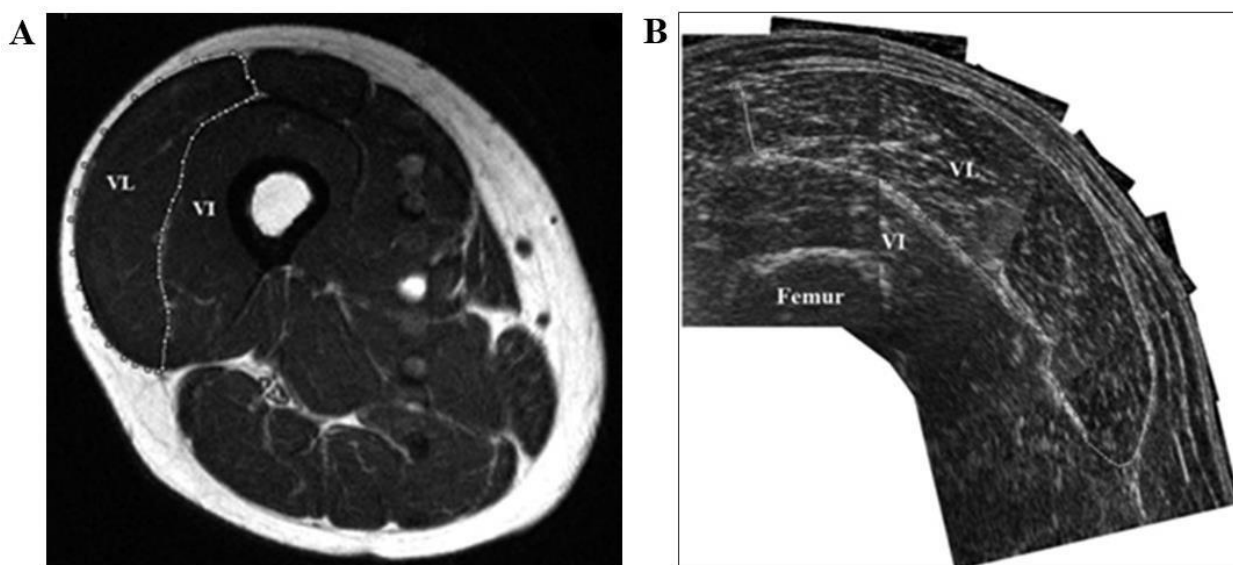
Imagem representativa da reconstrução manual da área de secção transversa (ASTM) do vasto lateral (VL) adaptado de Lixandrão et al. (2014). A) imagem obtida por ressonância magnética (IRM); B) imagens sequenciais de ultrassonografia.
